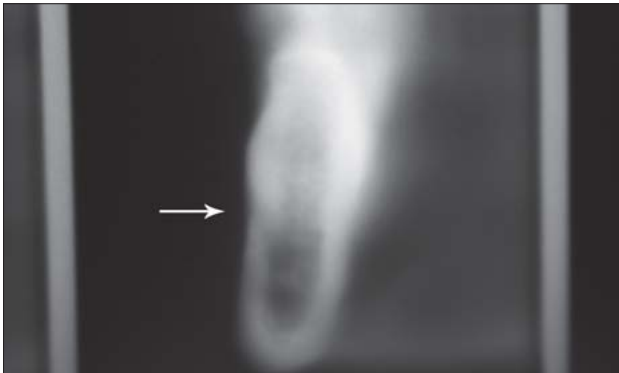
Das Röntgentomogramm von Regio 35 und 36 offenbart die ausreichende Knochenbreite und minimale linguale Konkavität des Alveolar-kamms. Der Pfeil kennzeichnet die Position des Foramen mentale.
